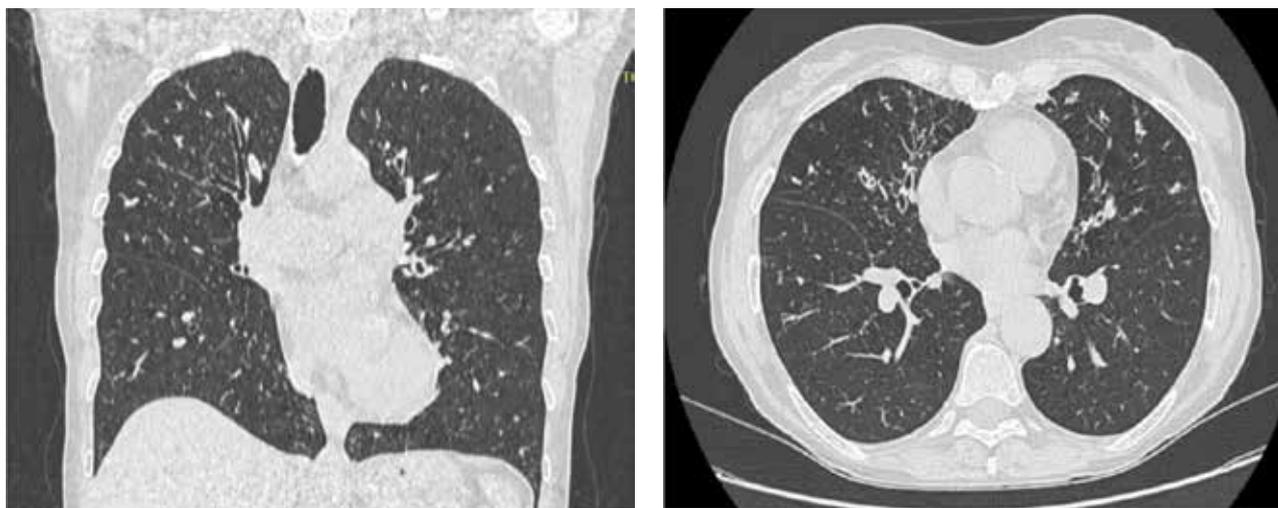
TC torace con scansione coronale e assiale; evidenza di bronchiectasie prevalentemente al lobo medio e alla lingua
